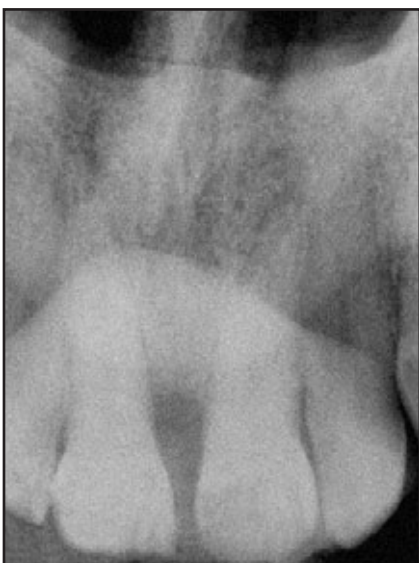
(rechts) Nach dem Eingriff: Das Röntgenbild zeigt die vollständige Auffüllung des Defekts.
